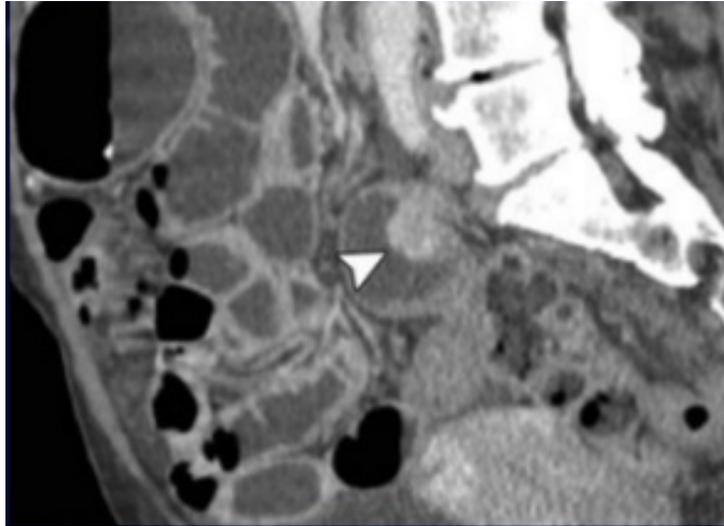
Immagine TC ad alta risoluzione che evidenzia al limite superiore dello scavo pelvico la presenza di formazione ovalare di 50 mm x 34 mm con discreto contrast-enhancement in fase arteriosa e wash-out successivo, clivata da parete addominale e sigma, in rapporto con anse del piccolo intestino, probabilmente ileali. (20/5/2018)
